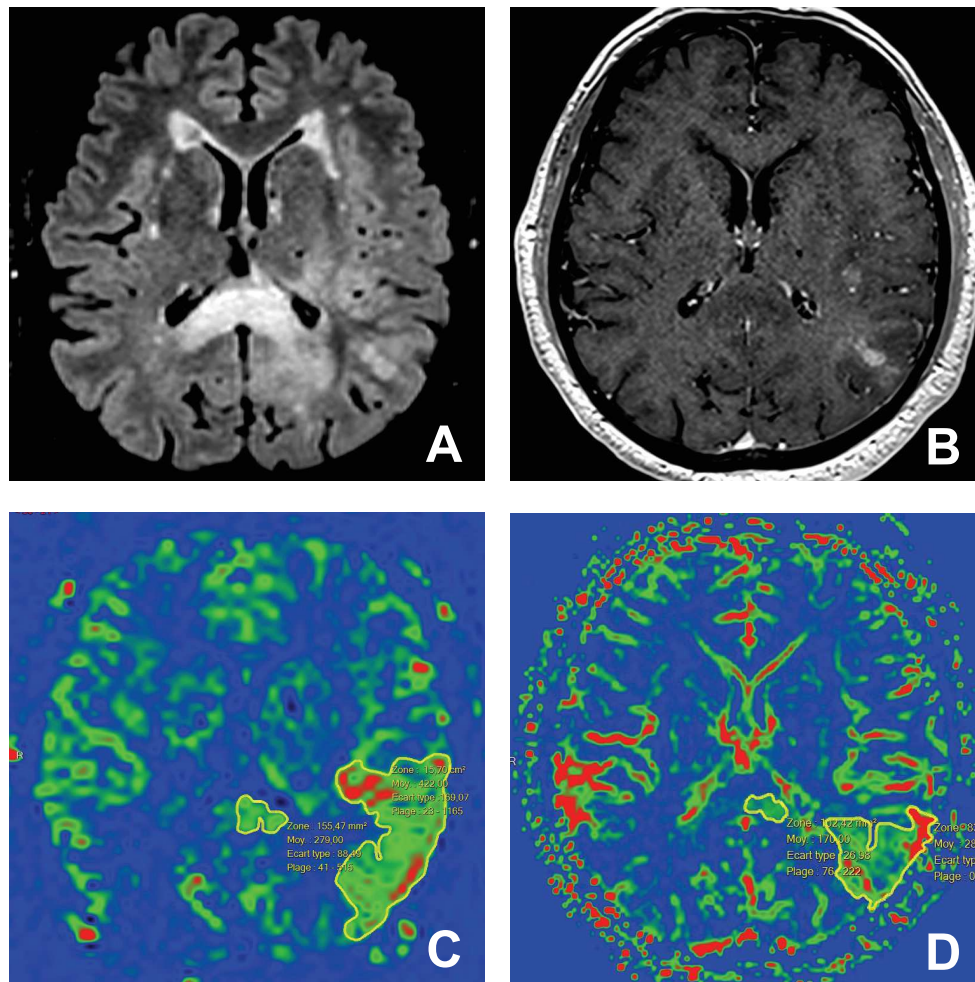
Exemple de mesure de surface sur les cartes de perfusion. Même patient que celui présenté sur la figure 10. Séquences conventionnelles FLAIR (A) et T1 après injection de gadolinium (B). Les zones d'hyperperfusion sont contourées en jaune. La carte de perfusion ASL (C) montre une néoangiogenèse plus étendue en surface que sur la carte de perfusion T2* (D).
